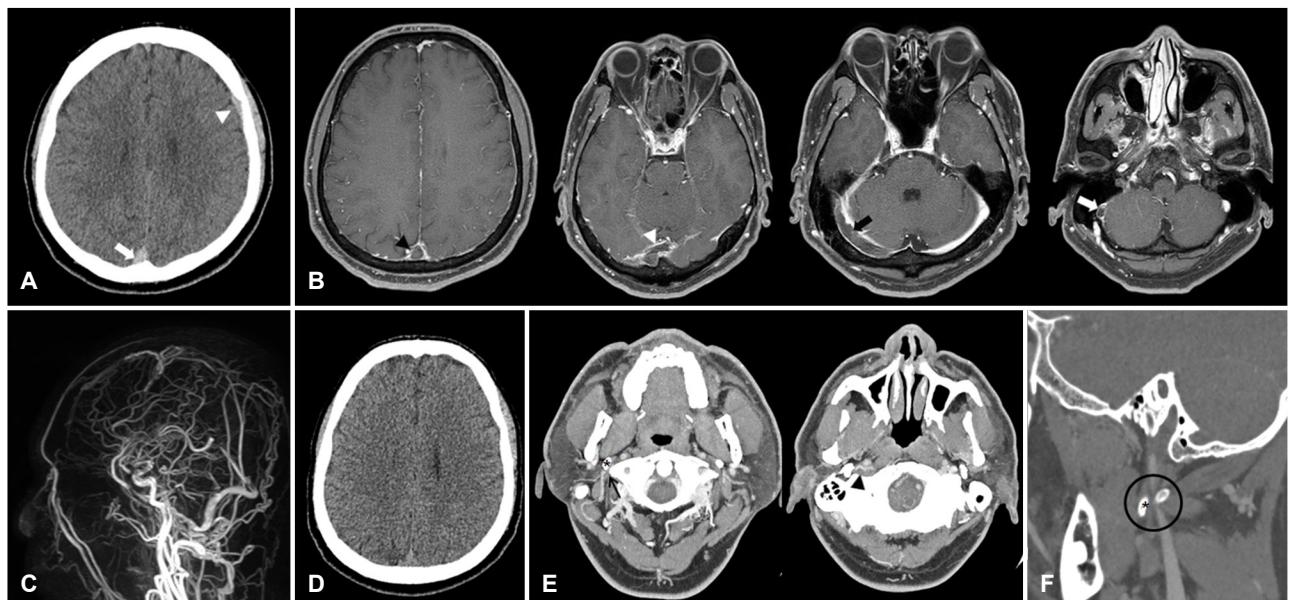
(A) Initial brain computed tomography (CT) showed small amount of subdural hemorrhage (SDH) in the left cerebral convexity (arrowhead), and high density in the superior sagittal sinus (arrow). (B) Brain magnetic resonance imaging revealed filling defects in the superior sagittal sinus (black arrowhead), confluence of sinuses (white arrowhead), right transverse sinus (black arrow), sigmoid sinus (white arrow), and the right internal jugular vein (IJV) on gadolinium-enhanced T1-weighted images, suggestive of cerebral venous sinus thrombosis. (C) Magnetic resonance venography demonstrated occlusions of the superior sagittal sinus, confluence of sinuses, right transverse sinus, sigmoid sinus, and the right IJV. (D) Follow-up brain CT showed decreased amount of SDH in the left cerebral convexity and decreased volume of the thrombosis in superior sagittal sinus. (E, F) Brain and neck CT venography revealed abrupt narrowing of the right IJV (arrow) between the styloid process (asterisk) and the transverse process of the first cervical vertebra (black circle), and there was thrombus in the superior aspect of the IJV narrowing (arrowhead), which was suggestive of styloidogenic jugular venous compression syndrome.
